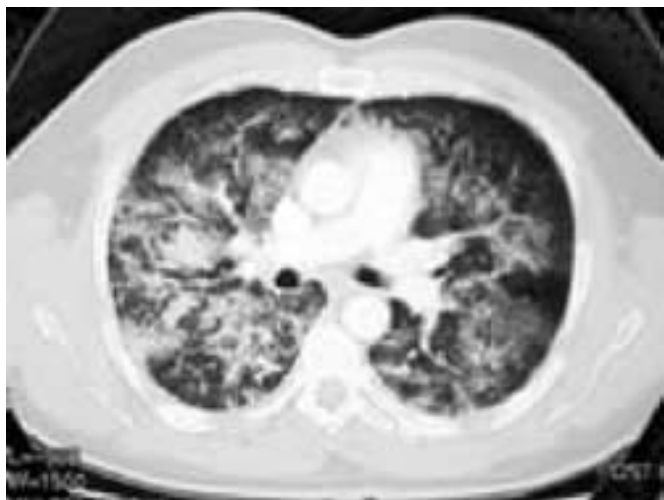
КТ картина поражения легких: центродолевые и субплевральные узелки грудной клетки вследствие альвеолярного отека и воспалительного ответа.
